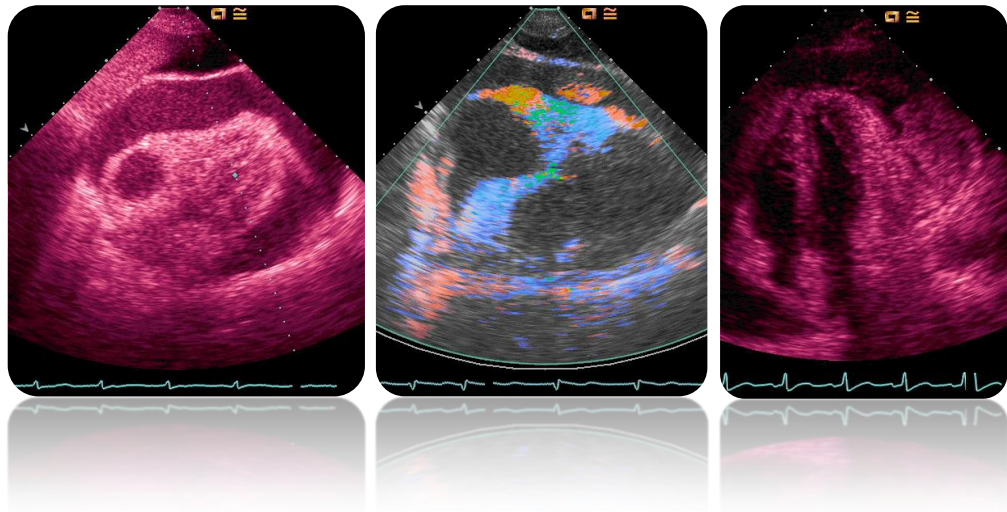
Imágenes de ruptura de pared libre cardiaca tras IAM gravadas de ETT. Cedidas por el Dr. Ruiz Bailén. A la izquierda se puede observar en proyección subcostal un derrame pericárdico severo que con signos de taponamiento (constatados con los doppler y las imágenes en movimiento). En el centro se observa otro derrame pericárdico y una imagen de trombo intrapericárdico que puede corresponder con la zona de ruptura (ruptura contenida), observada con doppler tisular. A la derecha en proyección cuatro cámaras, vemos otro derrame pericárdico severo y un gran hemotoma a nivel latero basal intrapericárdico.
